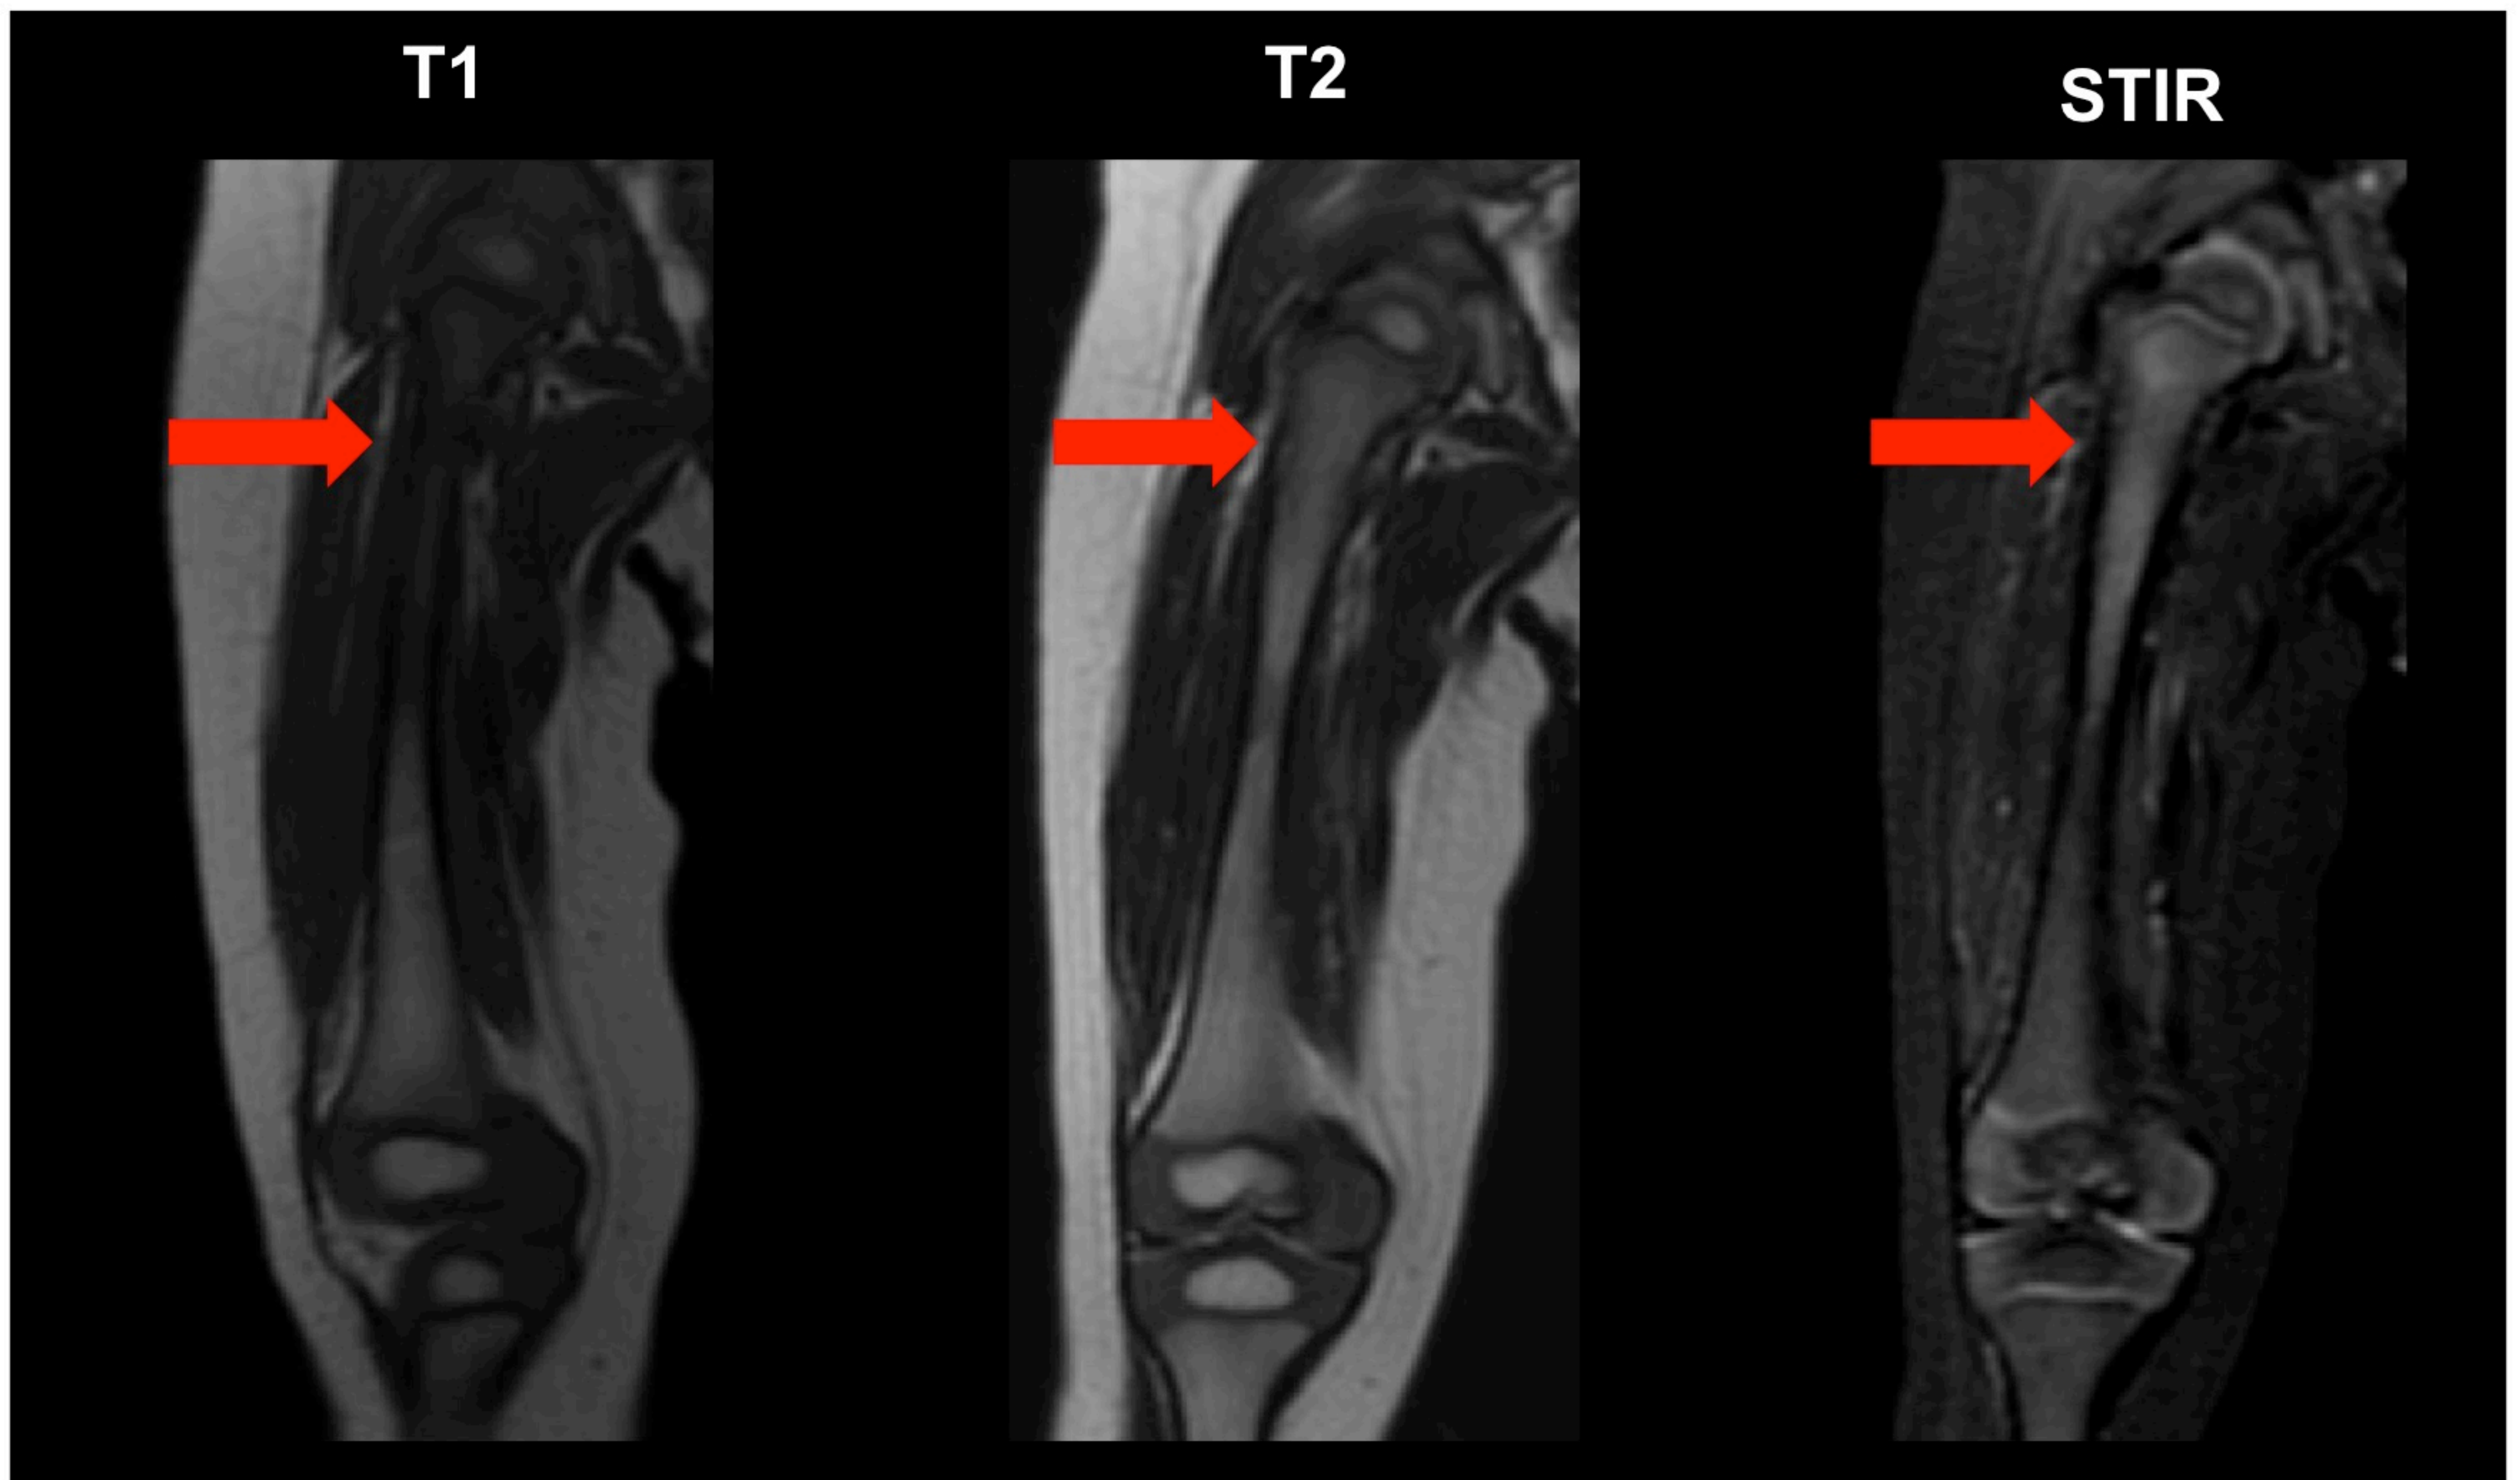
RM de fémur, niño 2 años. MOR: a nivel de metáfisis, hipointensa en T1 y T2. STIR: sin anulación de la señal. MOA: en diáfisis y núcleos de osificación.
